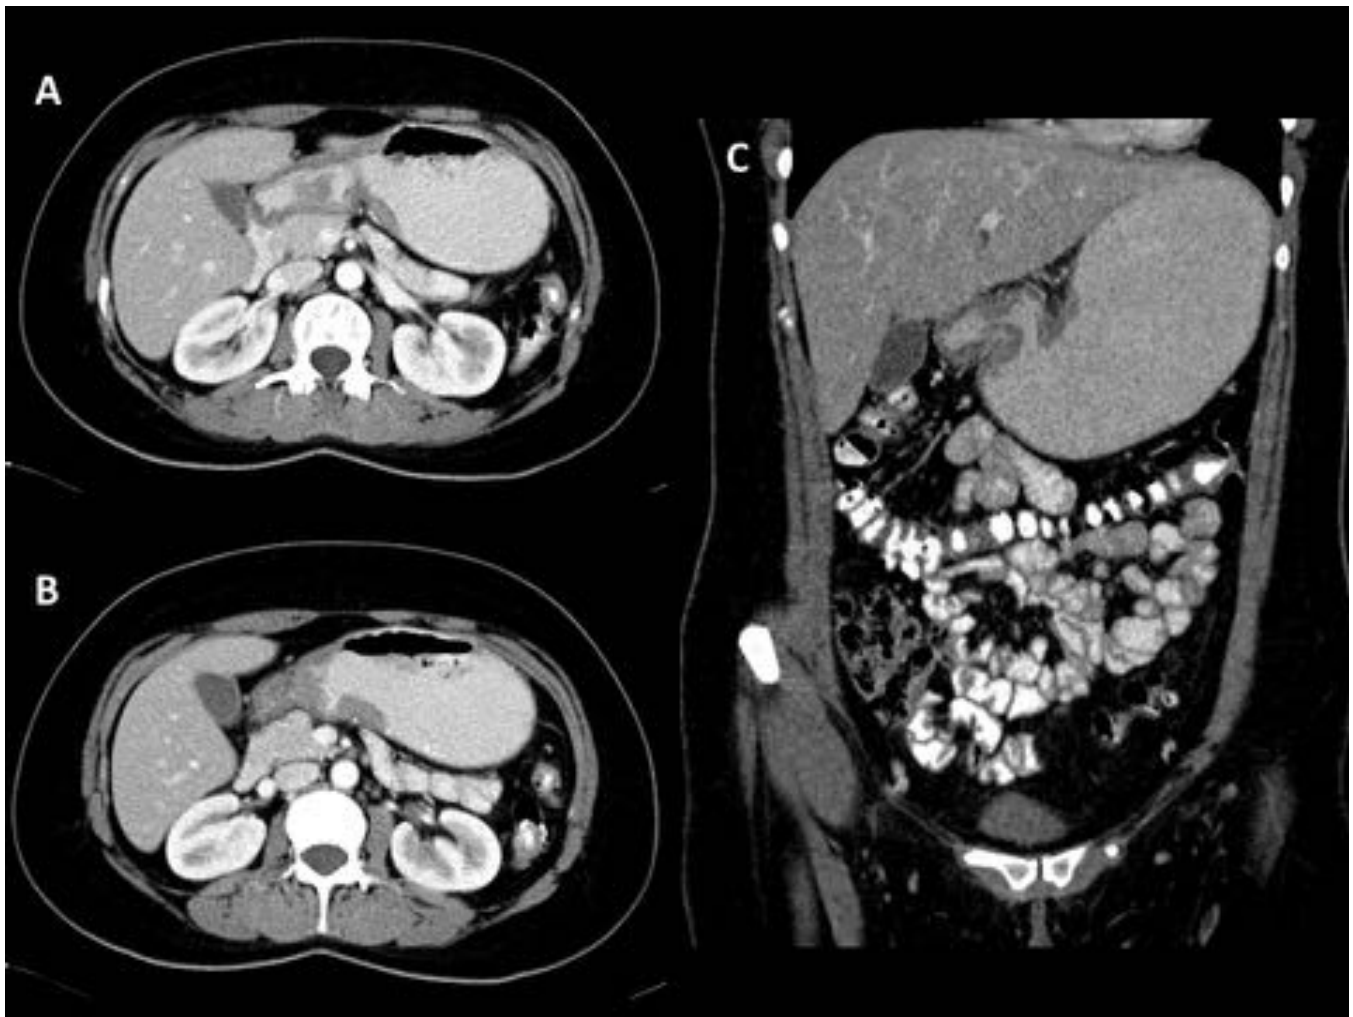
TCMD64 Verdadero positivo. . Mujer de 38 años diagnosticada de LDCGB con afectación gástrica. Las imágenes axiales de TC muestran engrosamiento focal de la pared del antro gástrico (A y B) y la reconstrucción coronal (C) muestra importante distensión de la cámara gástrica secundaria a la estenosis.
